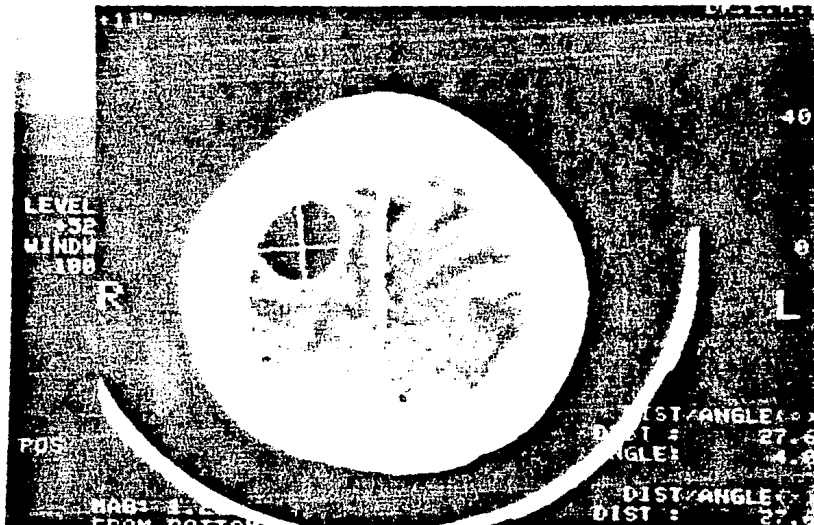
TC MIDE 27.6X27.6 mm.
